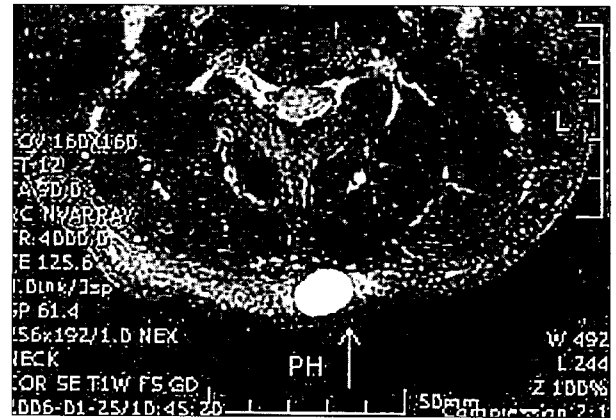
Preoperative MRI image finding. Enhanced ovoid, well demarcated mass(arrow) is seen in the subcutaneous layer on the posterior neck. (Above) Axial view. (Below) Sagittal view.
